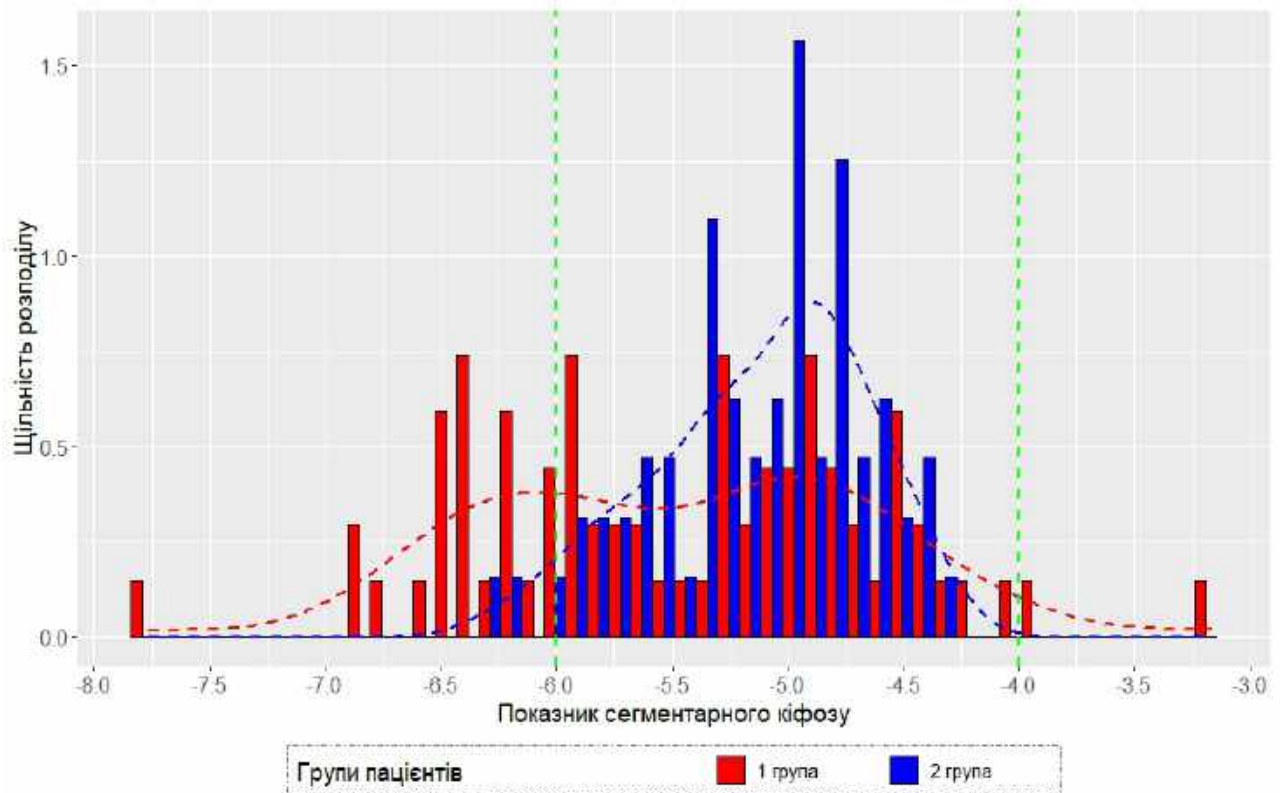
Щільність розподілу показника сегментарного кифозу за даними інтраопераційного рентгенологічного контролю
